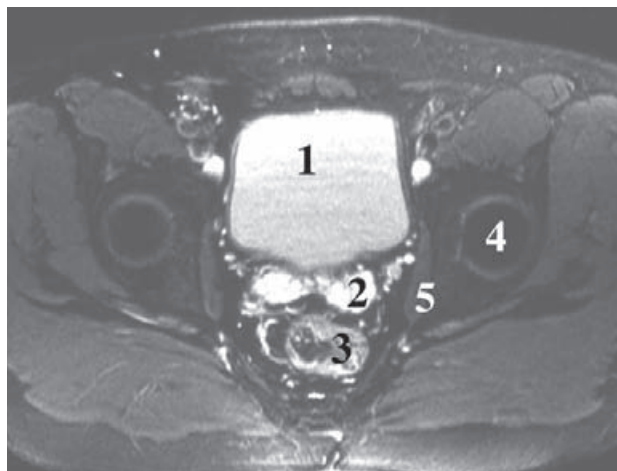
RM axial de la pelvis masculina. 1) Vejiga de la orina. 2) Vesículas seminales. 3) Colon sigmoide. 4) Cabeza del fémur. 5) Músculo obturador interno.
